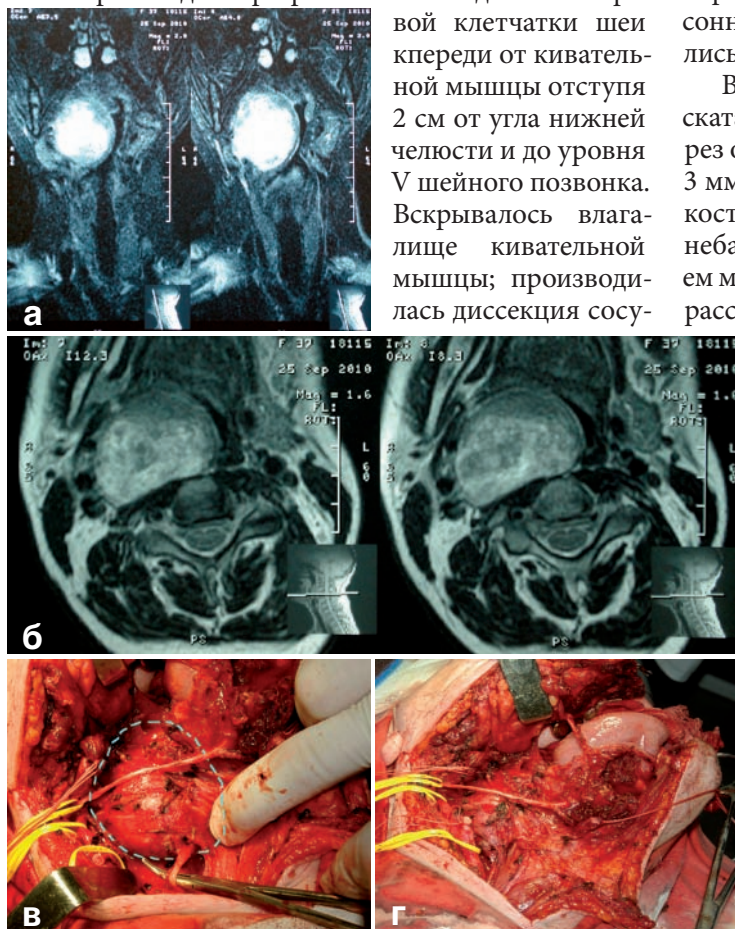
а – МРТ до операции. б – МРТ до операции. в – Интраоперационное определение границы опухоли. Невринома добавочного нерва с локализацией в парафарингеальном пространстве. г – Ложе опухоли после тотального удаления.
